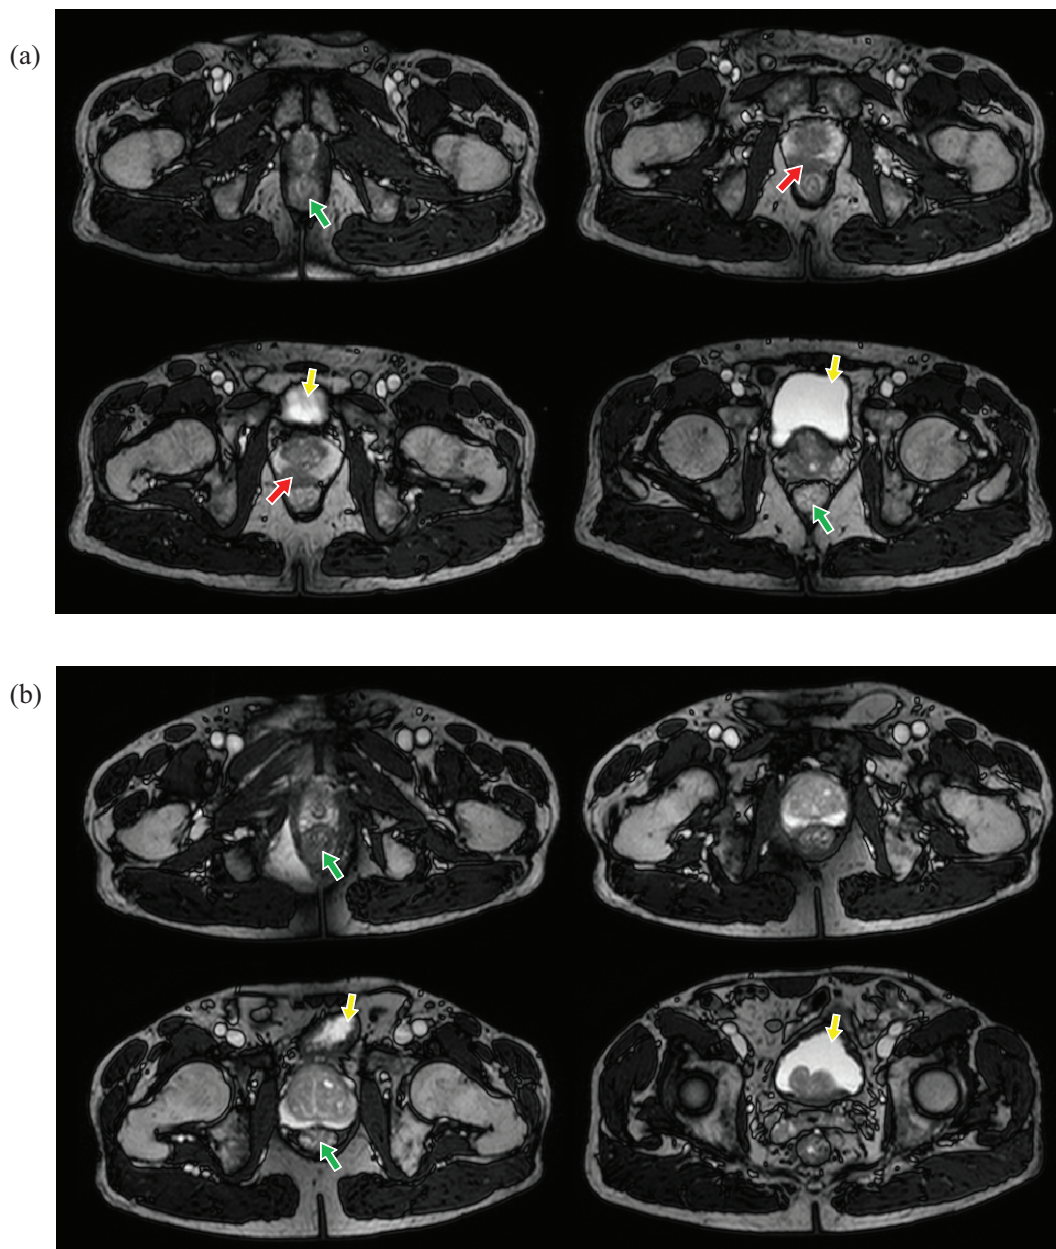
Deux exemples illustrant quelques images des séries axiales d’IRM morphologique pondérée au T2, utilisées pour l’extraction des contours de la prostate. Les flèches rouges indiquent une tumeur de la zone périphérique caractérisée par un hyposignal. Les flèches vertes et jaunes indiquent respectivement le rectum et la vessie.
